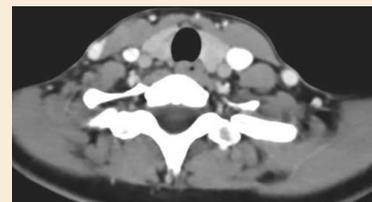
TC axial, donde se objetiva la costilla cervical derecha y un vestigio en la izquierda.
